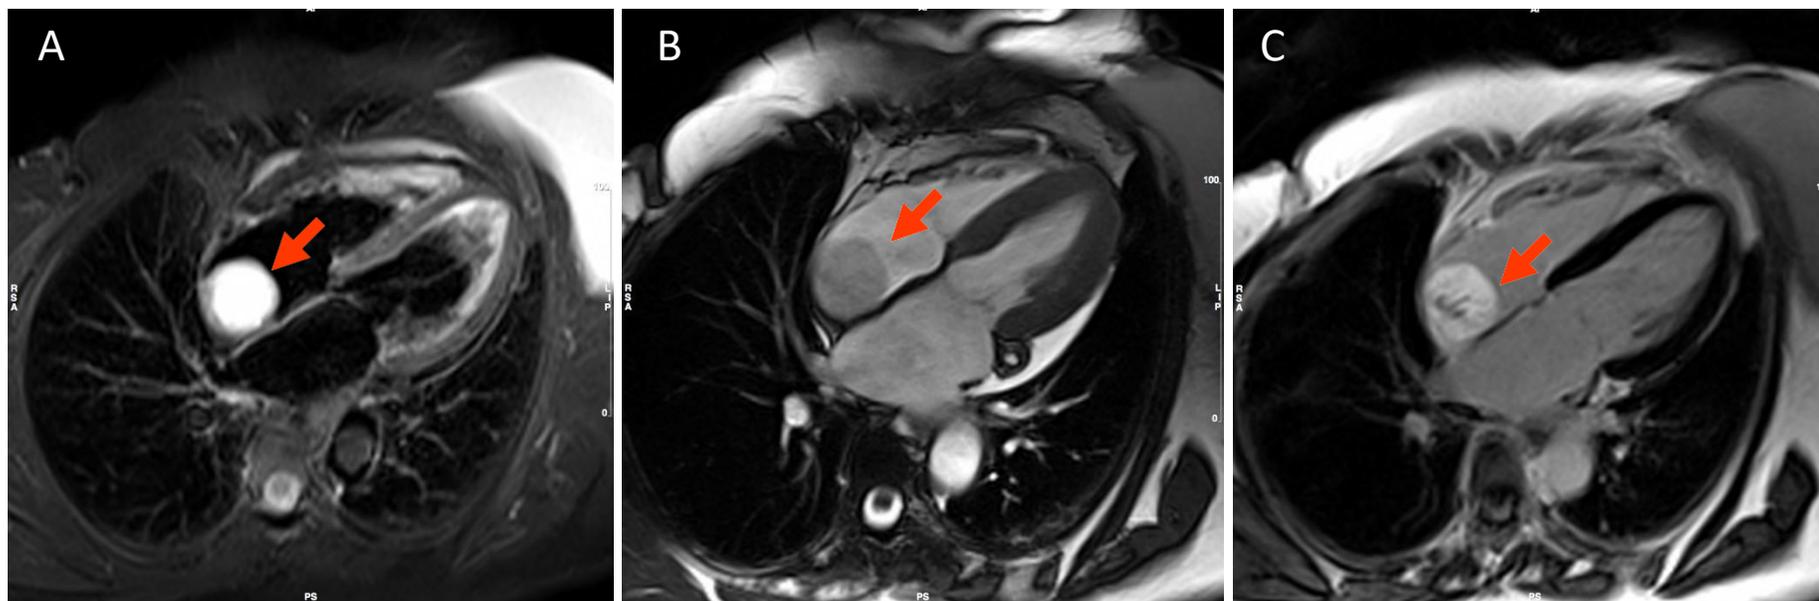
Imagens STIR (A), cine-RM (B) e RTG (C) em corte de 4 câmaras mostrando uma aparência típica de mixoma de átrio direito (setas).
